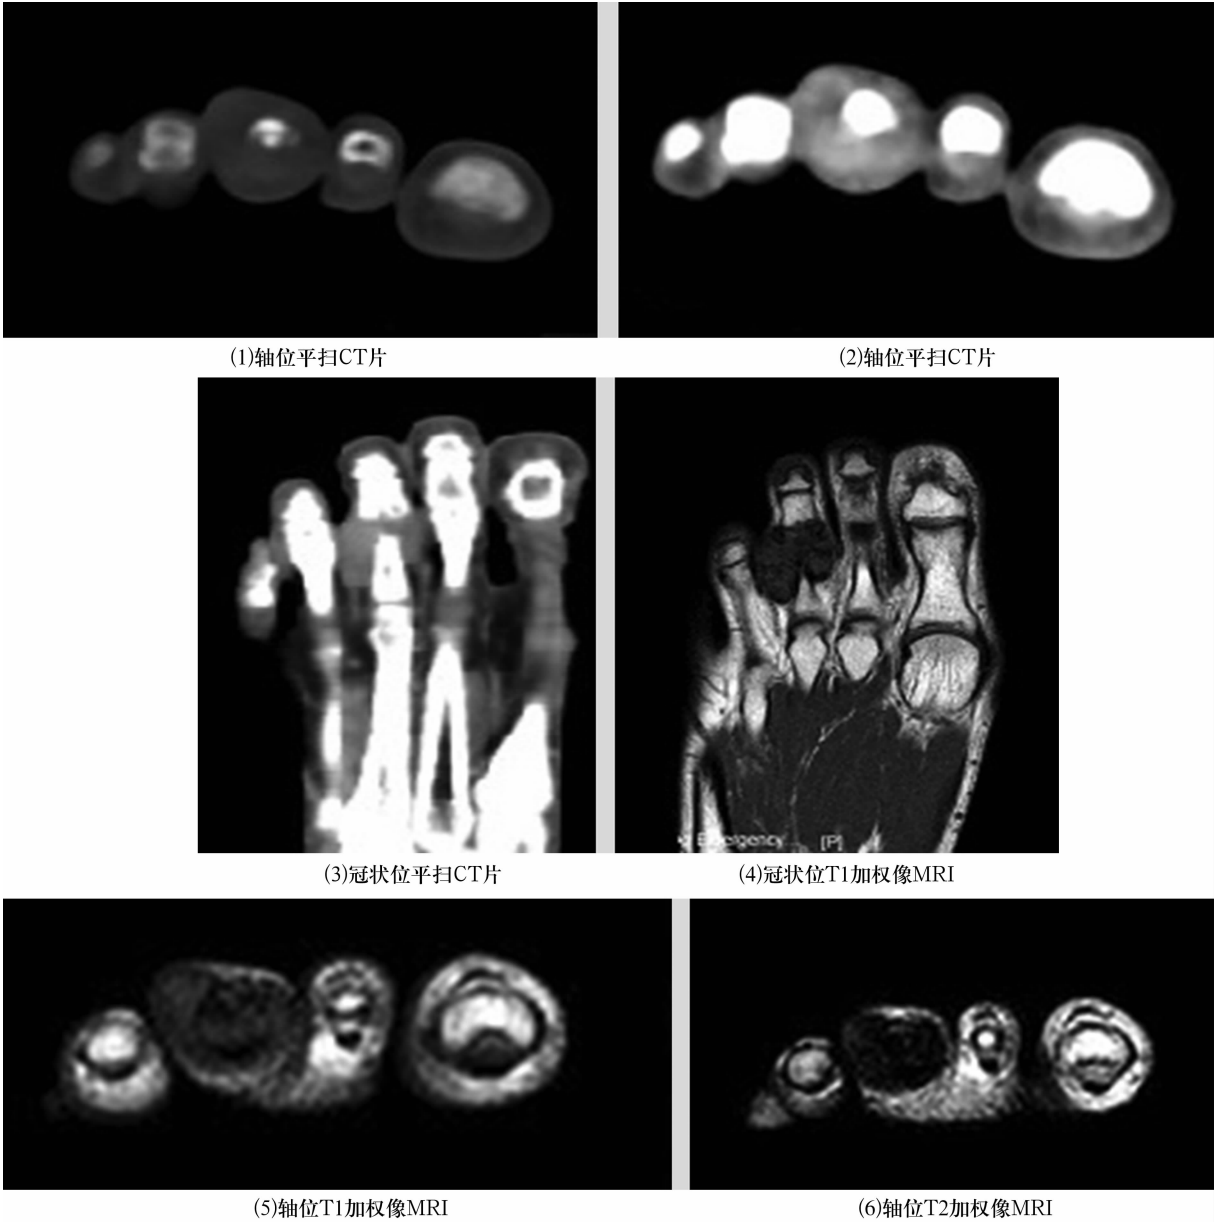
第 3 趾趾间关节弥漫型腱鞘巨细胞瘤 MRI 和 CT 片
